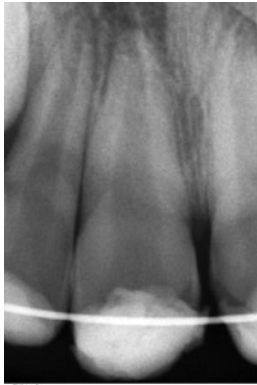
Radiografia periapical dos dentes 11 e 21 um dia após traumatismo.
